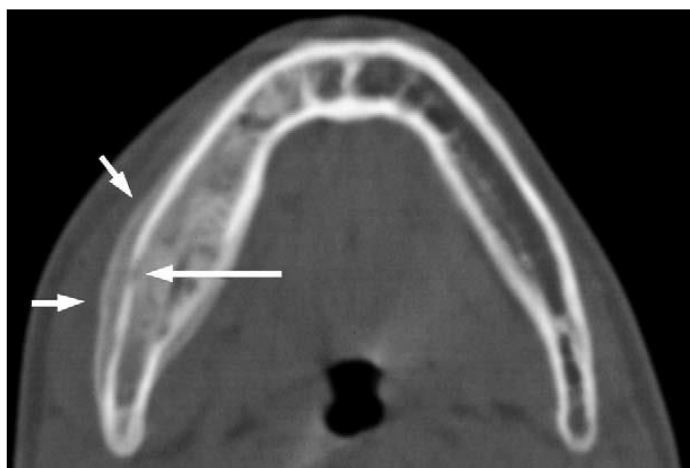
Una imagen de TC axial de osteomielitis bacteriana revela reacción laminar en el periostio (flechas cortas) en la hueso cortical normal alrededor del sitio perforado (flecha larga).¹⁰
